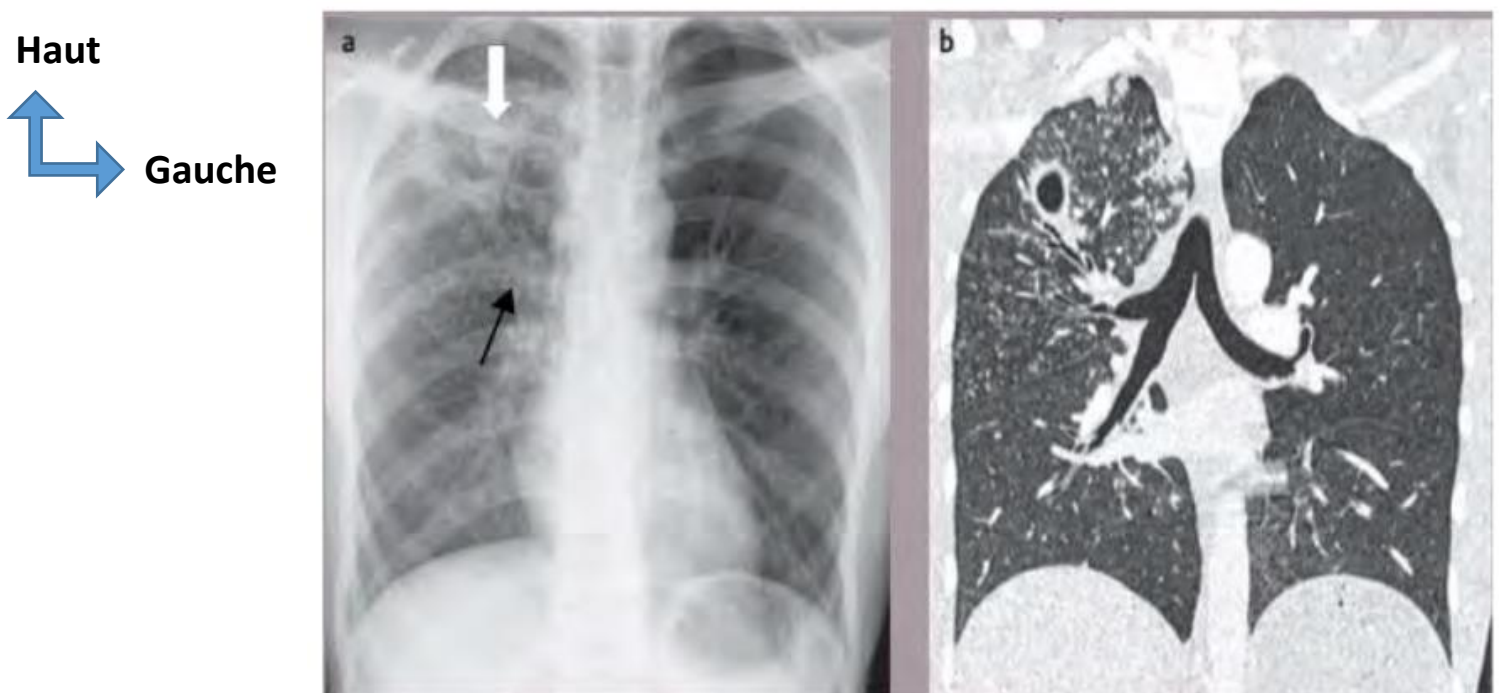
Radiographie et scanner du thorax montrant une image cavitaire (flèche blanche) apicale droite ainsi que des images micronodulaires (flèche noire) dans la même zone(10)
